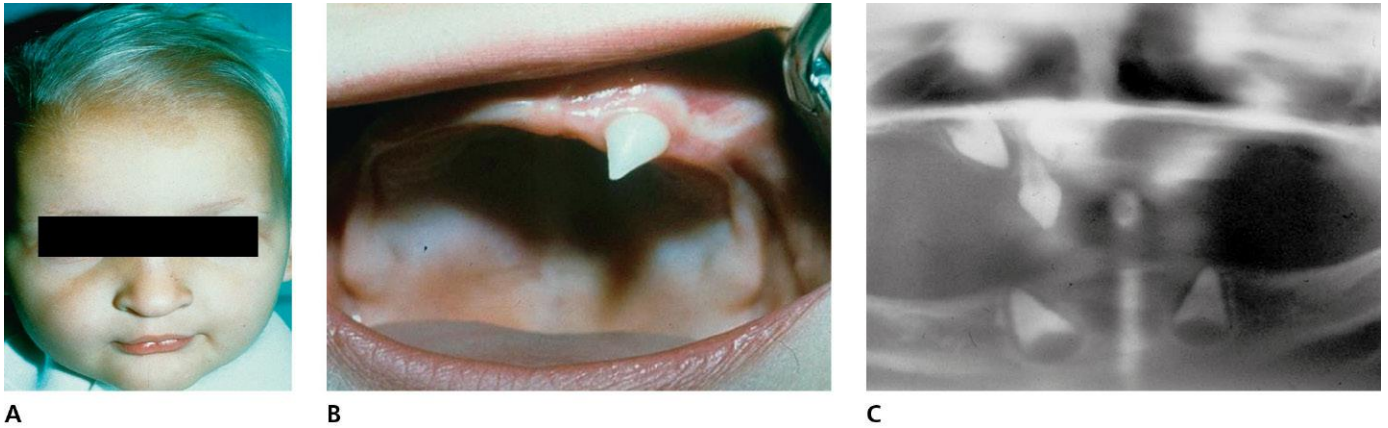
Displasia ectodérmica hereditaria. A y B. Aspecto clínico. C. Radiografía panorámica con hipodoncia y retenciones fisiológicas. (Por cortesía del Dr. Bonet.)
